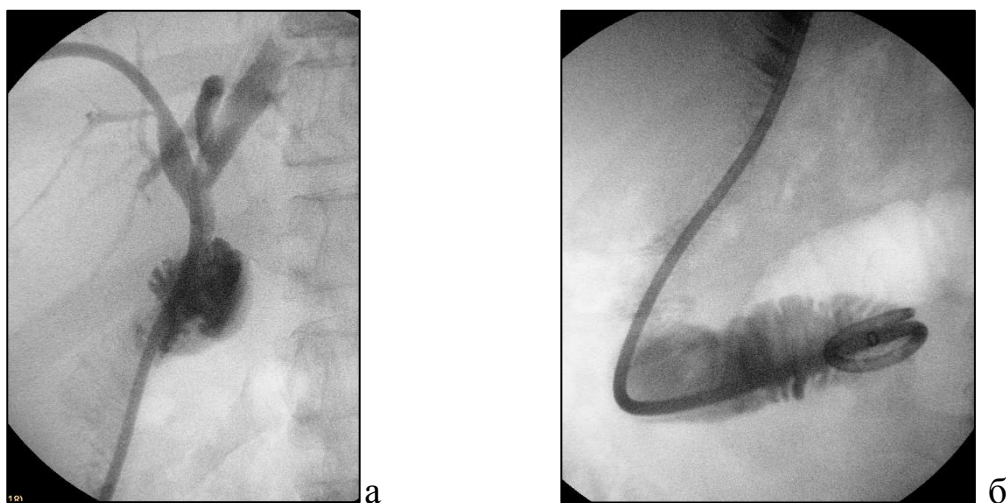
Рентгенограммы установки длинного наружно-внутреннего дренажа.
